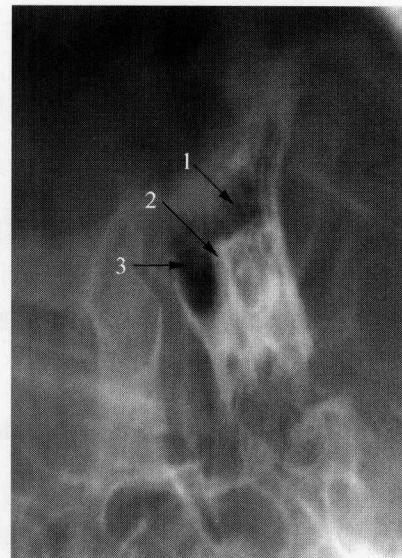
梅氏位投照中耳乳突 X 线平片
